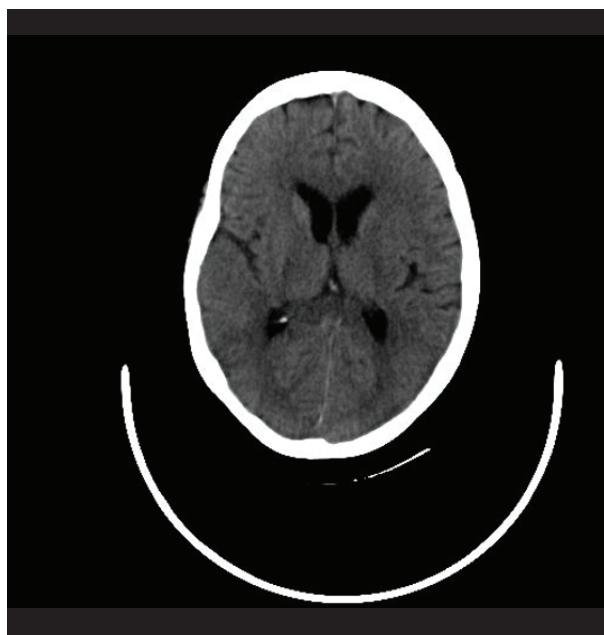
Tomografía axial computarizada cerebral sin hallazgos significativos.
